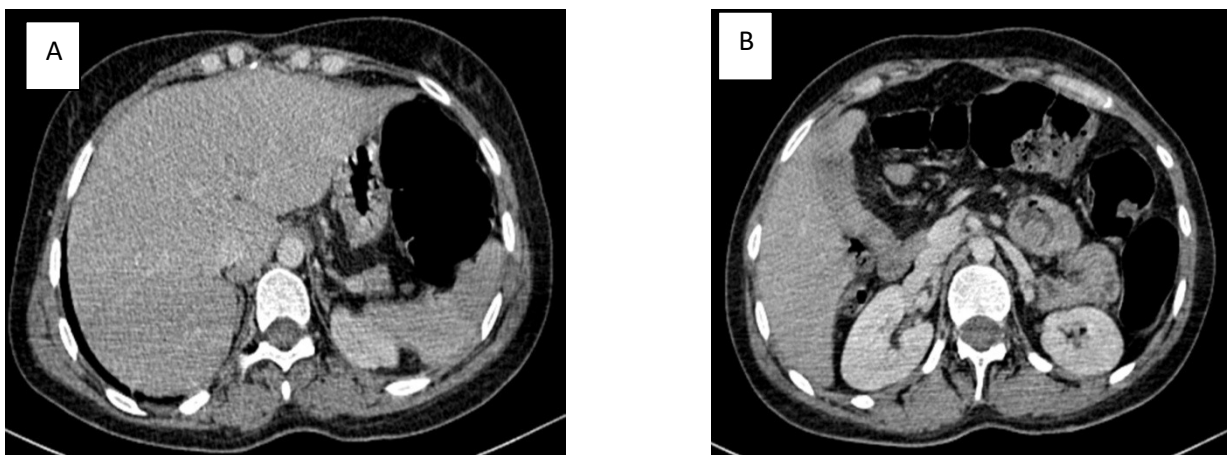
TDM en coupe axiale en postopératoire montrant la régression de l'importante dilatation bicanalaire, infiltration de la zone opératoire sans masse ou prise de contraste pathologique visible (A, B) chez le même patient de la figure 30
